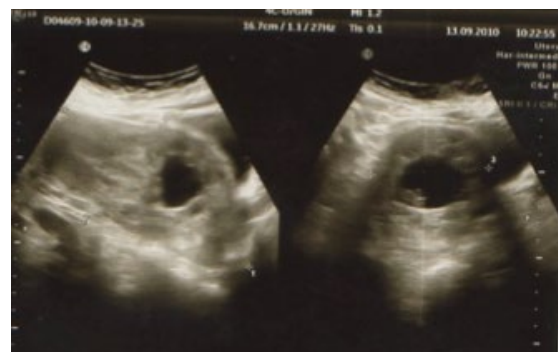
Ecografía transvaginal: observa saco gestacional en el cervix
